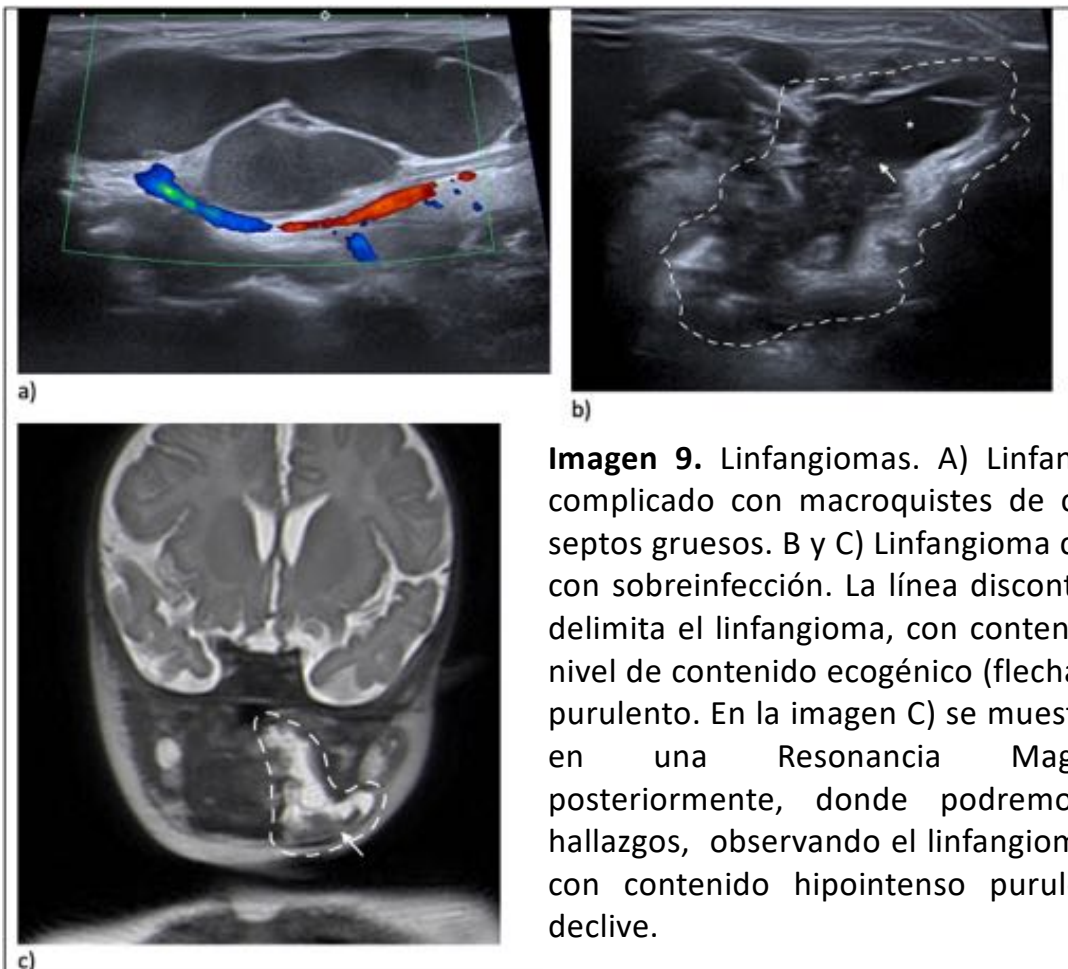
Linfangiomas. A) Linfangioma cavernoso no complicado con macroquistes de contenido anecoico y septos gruesos. B y C) Linfangioma cavernoso complicado con sobreinfección. La línea discontinua en la imagen B) delimita el linfangioma, con contenido anecoico (*) y un nivel de contenido ecogénico (flecha) debido a contenido purulento. En la imagen C) se muestra el mismo paciente en una Resonancia Magnética practicada posteriormente, donde podremos correlacionar los hallazgos, observando el linfangioma hiperintenso en T2 con contenido hipointenso purulento en su porción declive.
